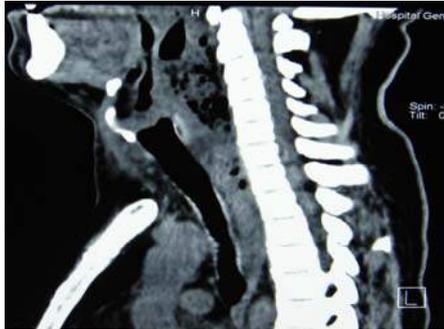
TC Corte Sagital
